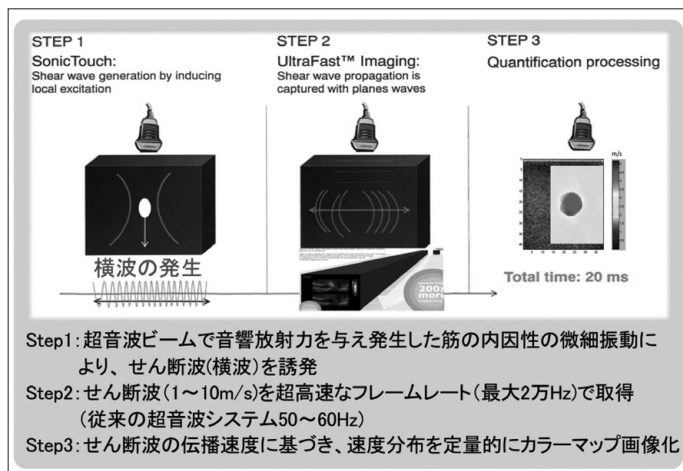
Ultrasound shear-wave elastography による硬度（弾性係数）の計測過程
